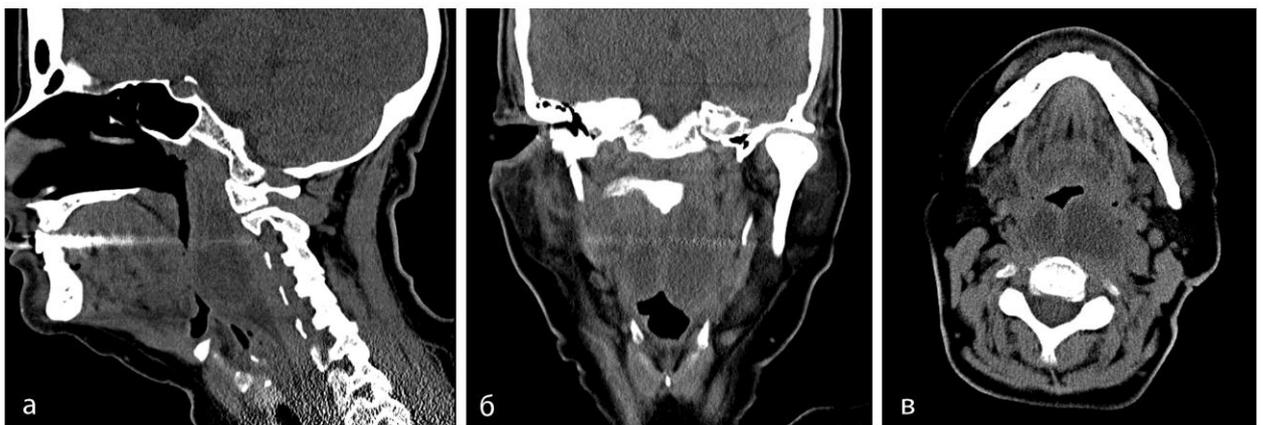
СКТ больной О. в сагиттальной (а), коронарной (б) и аксиальной (в) плоскости. В заглоточном клетчаточном пространстве определяются 2 лимфоузла с плотной капсулой.
